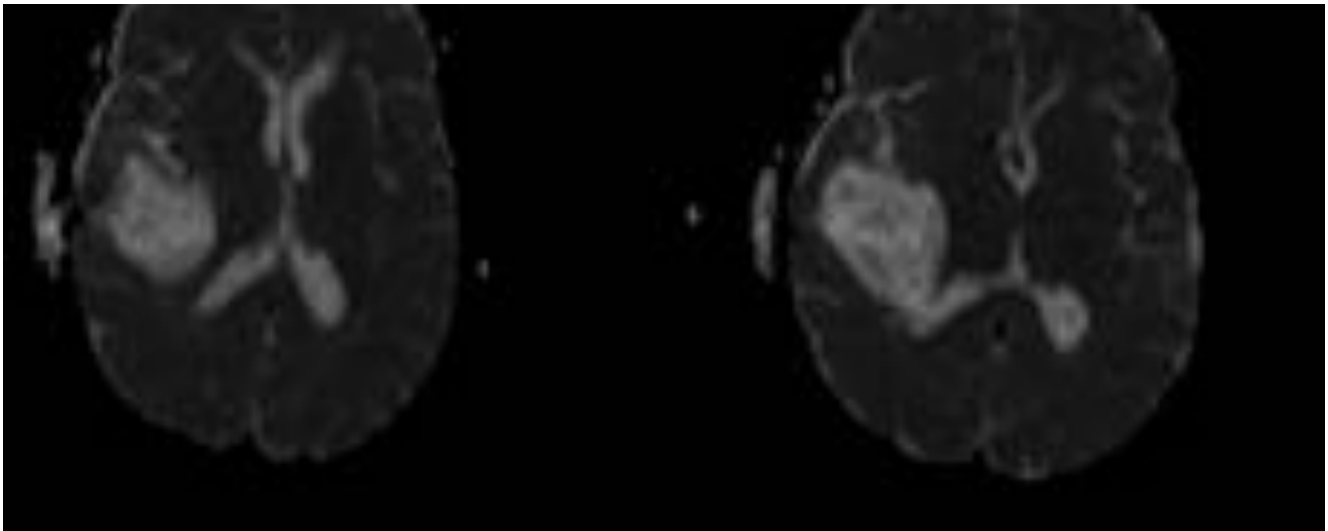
Cortes axiales de secuencias T2, FLAIR, y difusión (isotrópica y mapa ADC), donde se muestra una lesión yuxtaventricular derecha con la misma intensidad de señal que el líquido cefalorraquídeo y que no restringe en difusión sugestivo de quiste endimario
